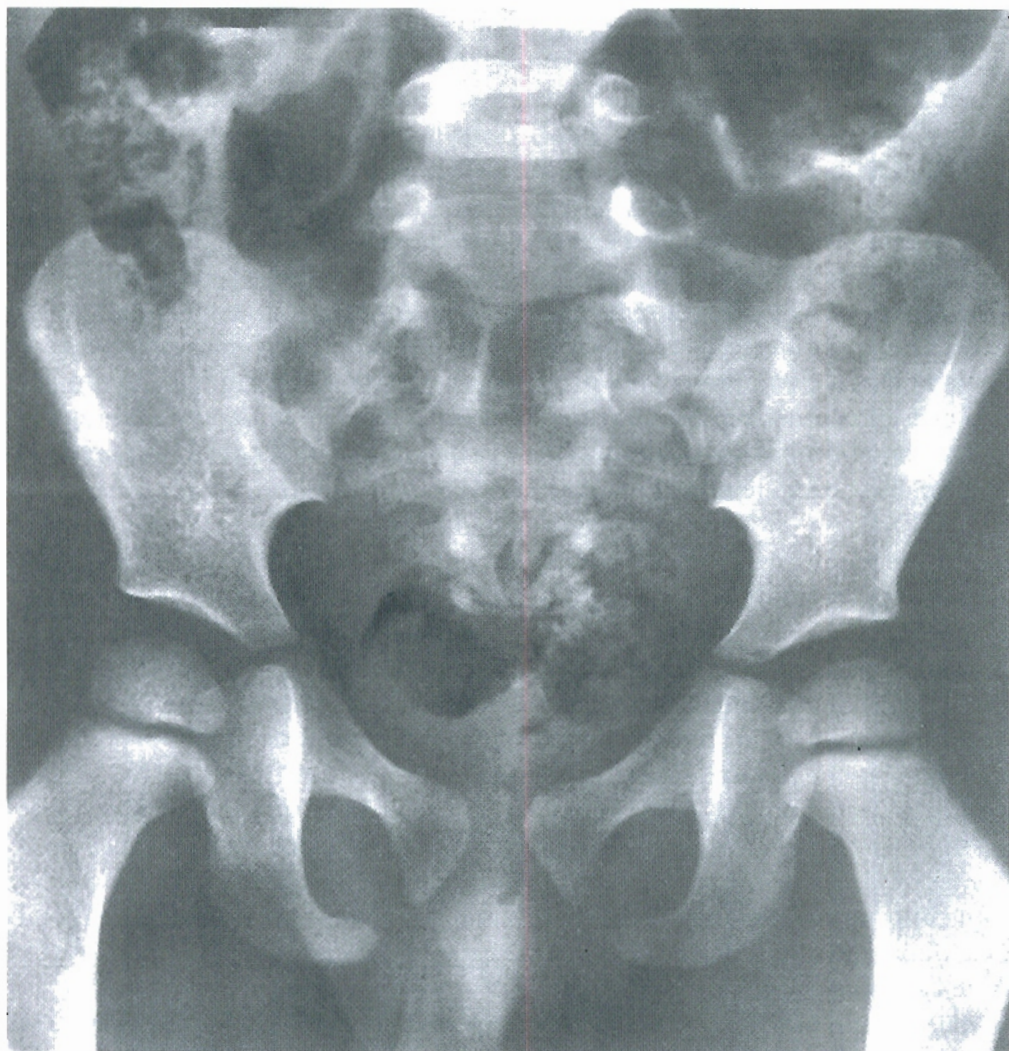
• Pelvis de un niño. Radiografía que muestra la independencia de las tres partes que constituyen el hueso coxal y la cabeza del fémur.
